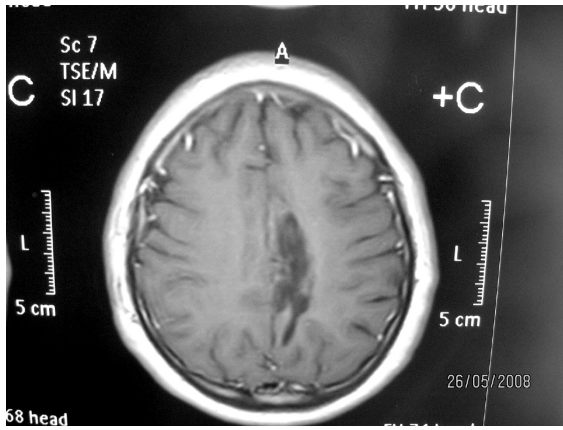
Kranial MRI (T2 FLAIR). Multipl infarkt alanları (Olgu 2)
